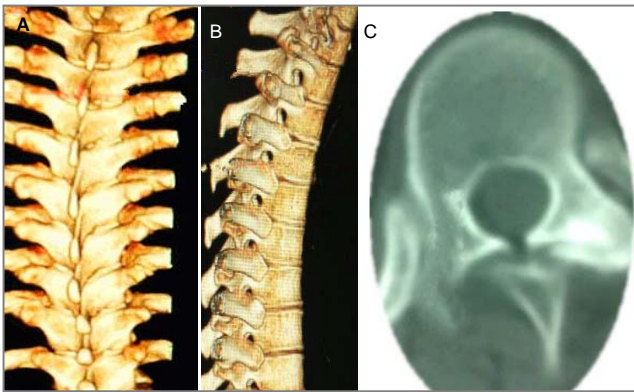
置钉前中上胸椎椎弓根-肋骨复合体的CT三维重建及横断面CT
